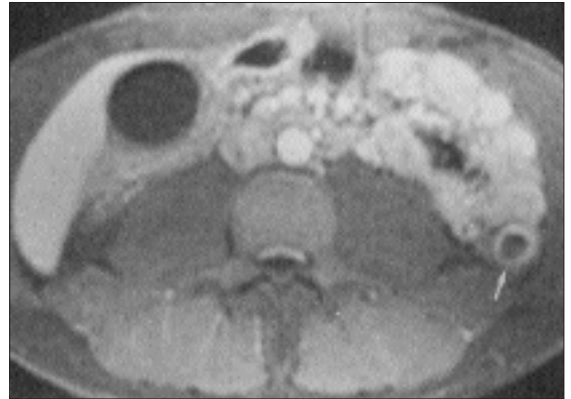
Barsak Duvarı Kalınlaşması Olan CH'nin CT görünümü:
